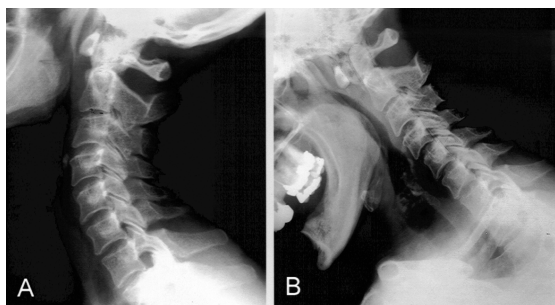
Radiografias em perfil dinâmico da coluna cervical (A- hiperextensão e B- hiperflexão), evidenciando a instabilidade atlanto-axial.
